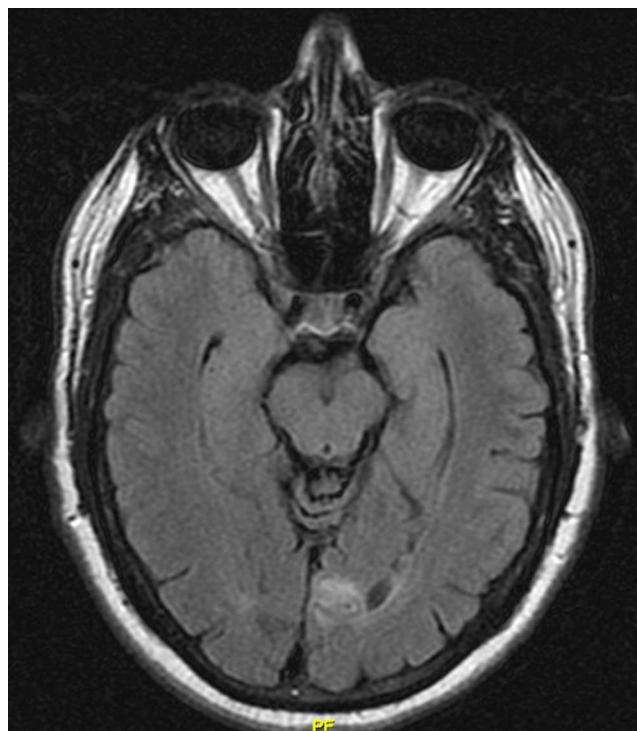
Resonancia magnética cerebral. Infarto subagudo crónico en el lóbulo occipital izquierdo.
